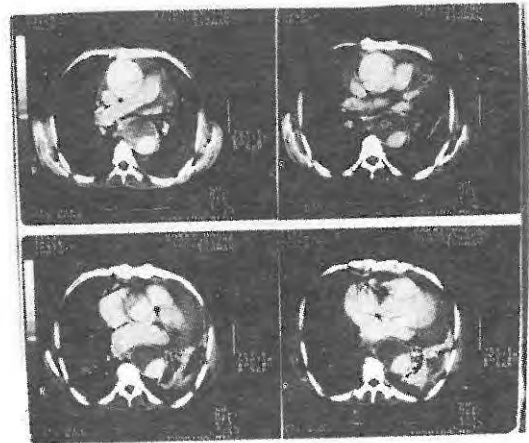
BT'de ön ve orta mediastende santral kısımları hipodens multipl mediastinal LAM (Tüberküloz)
